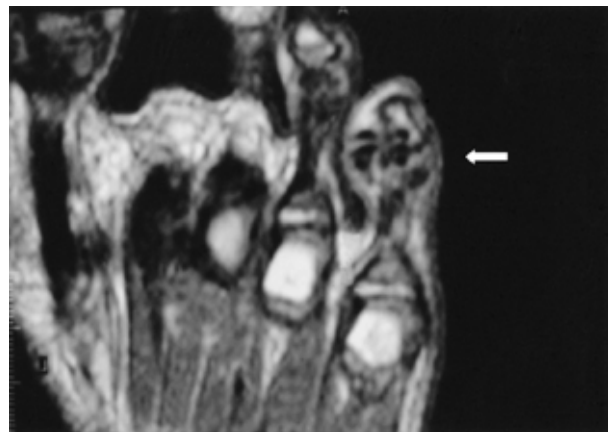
This mass reveals multiple nodular areas of low signal intensity suggesting calcifications, showing mild enhancement on enhanced coronal T2-weighted image.
